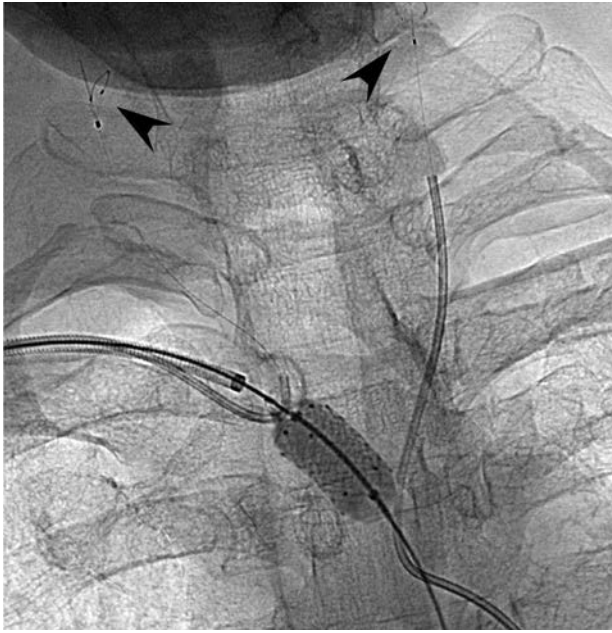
Рентгенограмма в правой косо́й проекции 11°. Момент имплантации стента. Стрелками обозначены ФЗУ в левой и правой ОСА
